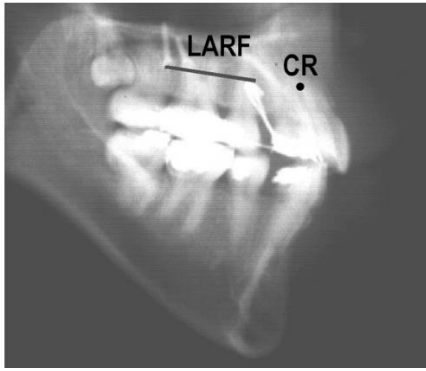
Radiografía cefálica y fotografía intraoral de biomecánica tomada a paciente sometida a retracción de dientes anterosuperiores con anclaje absoluto.(19)
